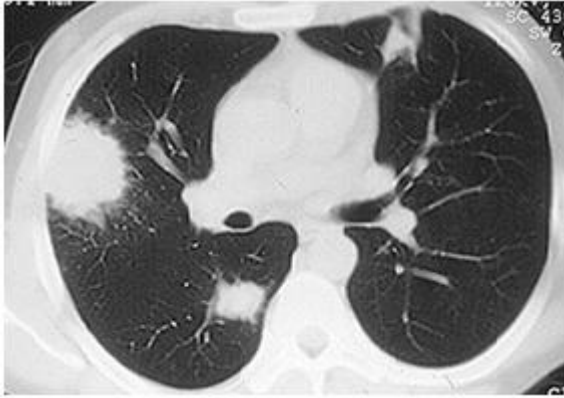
Комп'ютерна томограма. Гранулематоз Вегенера.
